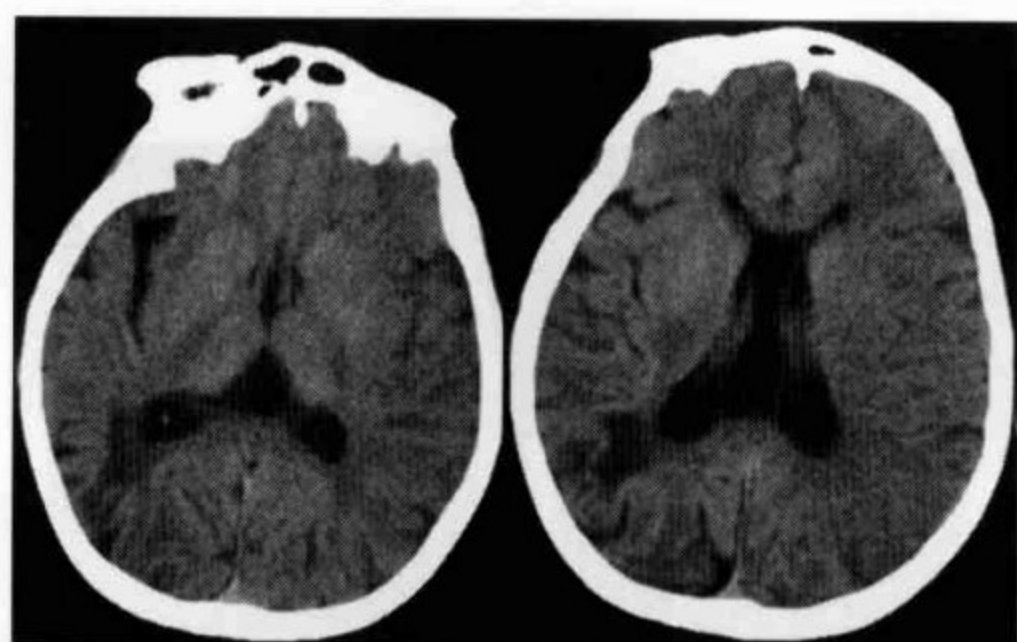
“目标型”超急性期脑梗死急诊一站式 CT 检查和 NCCT 随访
